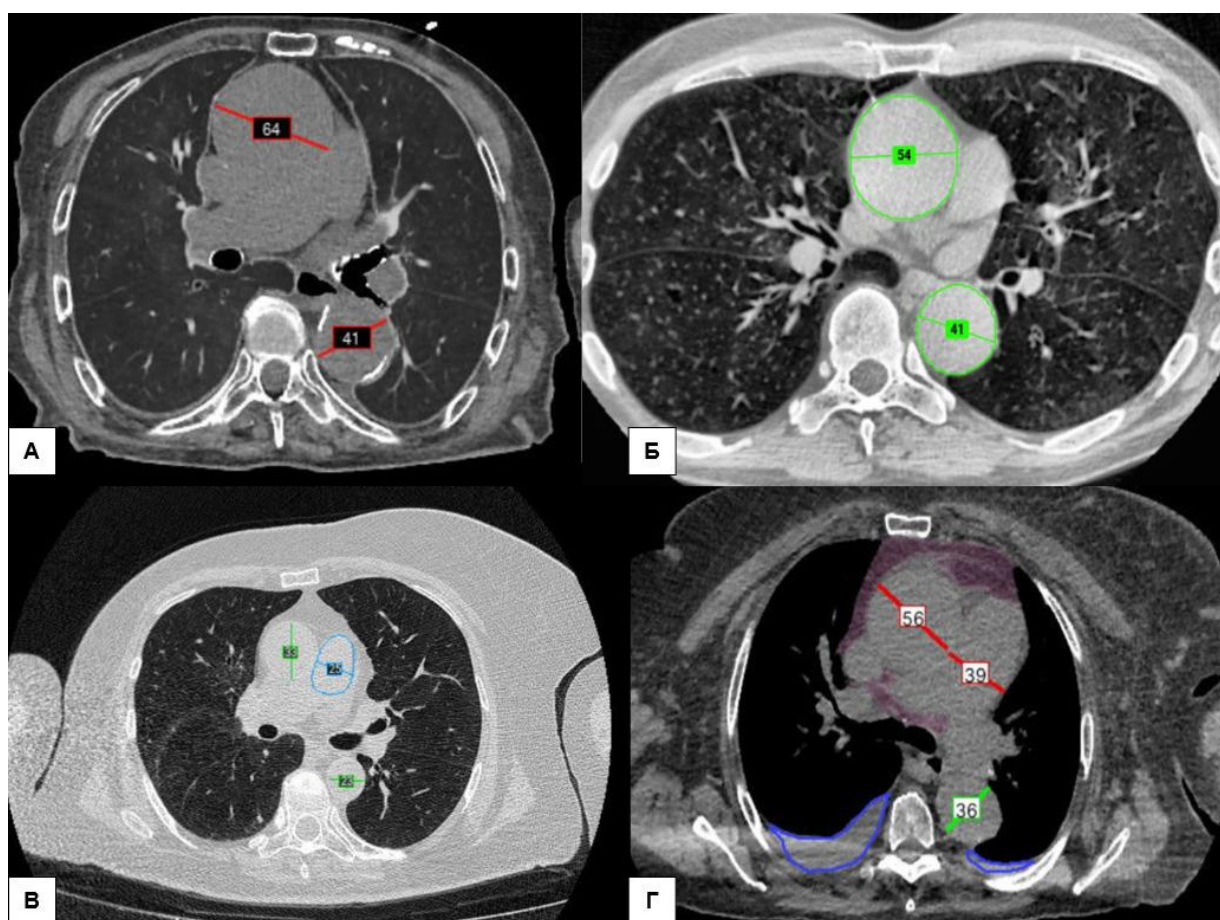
Пример работы отечественных ИИ-сервисов, указанных в таблице 2.2, на КТ ОГК. Эти сервисы корректно выделили и отметили патологическое расширение восходящего и нисходящего отделов аорты: А — красная линия обозначает аневризму, Б — зеленая линия и контур указывают на аневризму, В — зеленая линия обозначает аорту без патологических расширений и включает дополнительный модуль голубого цвета, который измеряет диаметр легочного ствола, Г — красная линия показывает размер аневризмы восходящей аорты, зеленая линия — размер нисходящего отдела и с помощью дополнительного модуля — патологическое расширение легочного ствола (красная линия) и плеврального выпота (фиолетовый контур)
